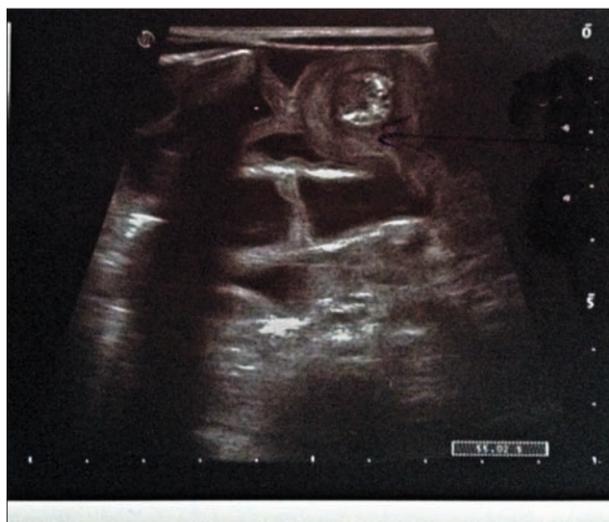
УЗИ кишечника у ребенка П.
